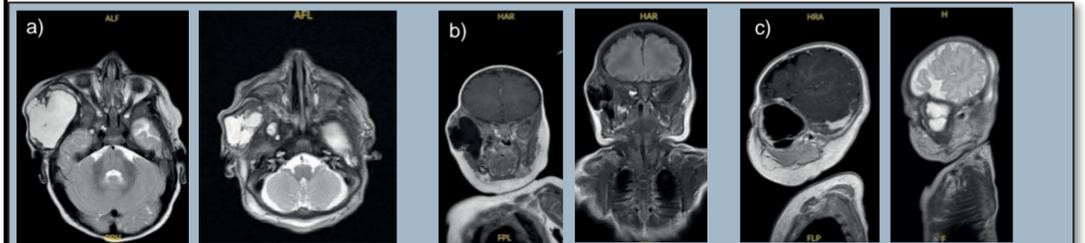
Fall 3 MRT präoperativ a) transversal, b) coronal, c) sagittal
